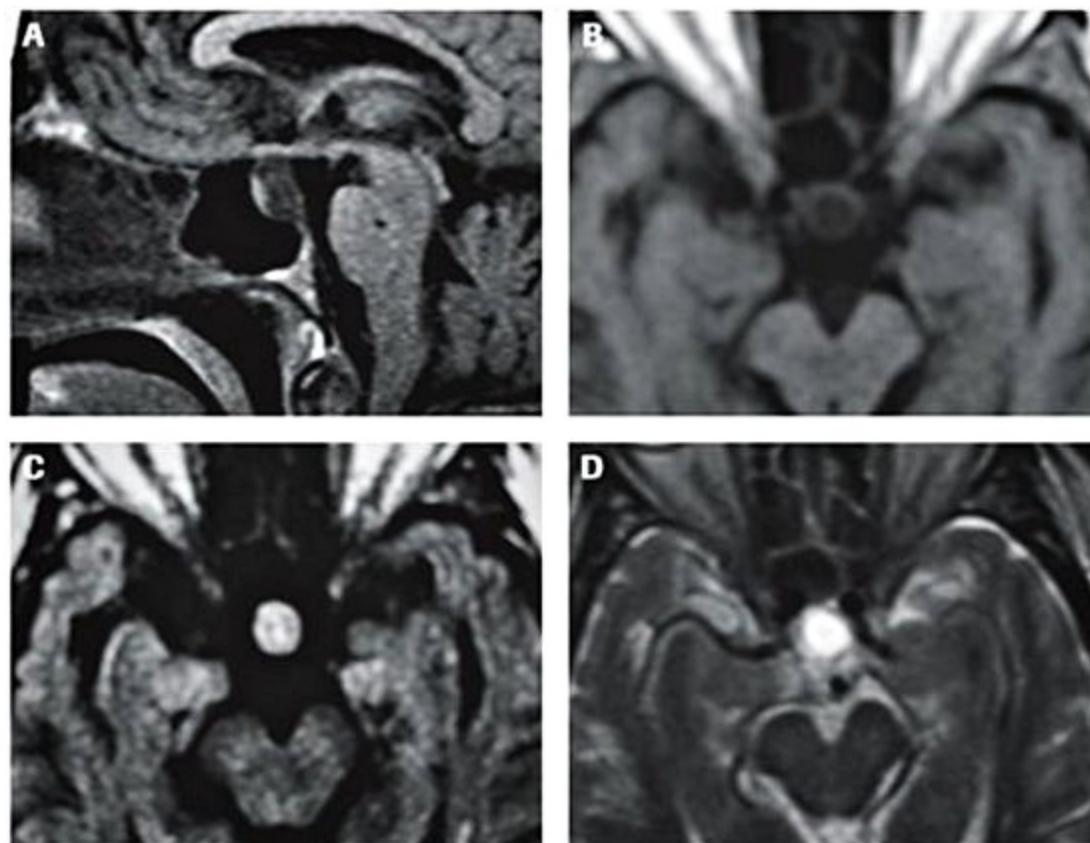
Cisto da bolsa de Ratke. (A) e (B) Sagital e axial T1 sem contraste. Lesão com hipossinal, bem delimitada, posterior à haste. (C) Axial FLAIR demonstra sinal alto no conteúdo do cisto. (D) Axial T2 evidencia alto sinal do conteúdo da lesão.
